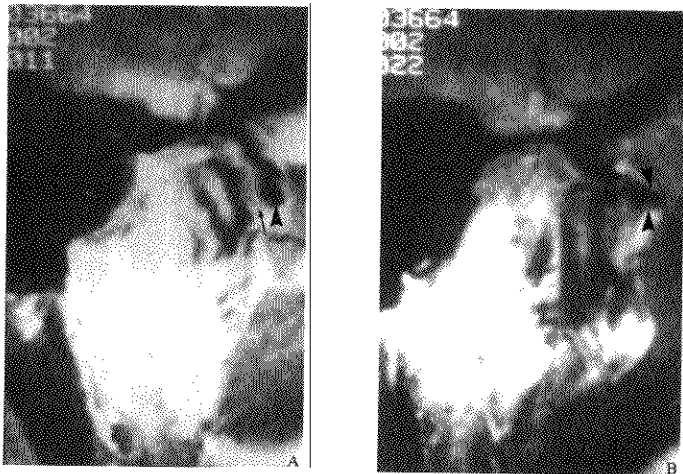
颞下颌关节不可复性盘前移位 MRI
